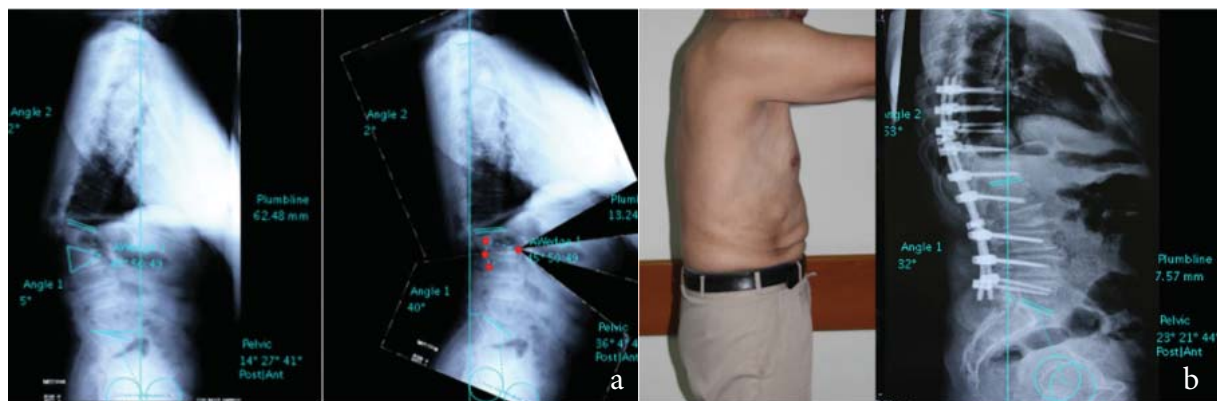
a) Sixty-five years old man, sequel of thoracolumbar fracture, plan of apical PSO and adjacent 1 or 2 SPO' seen, with the 3 level osteotomy. pelvis and sagittal balance seems will be overcorrected b) After one PSO and one SPO postoperative x-rays are seen.
